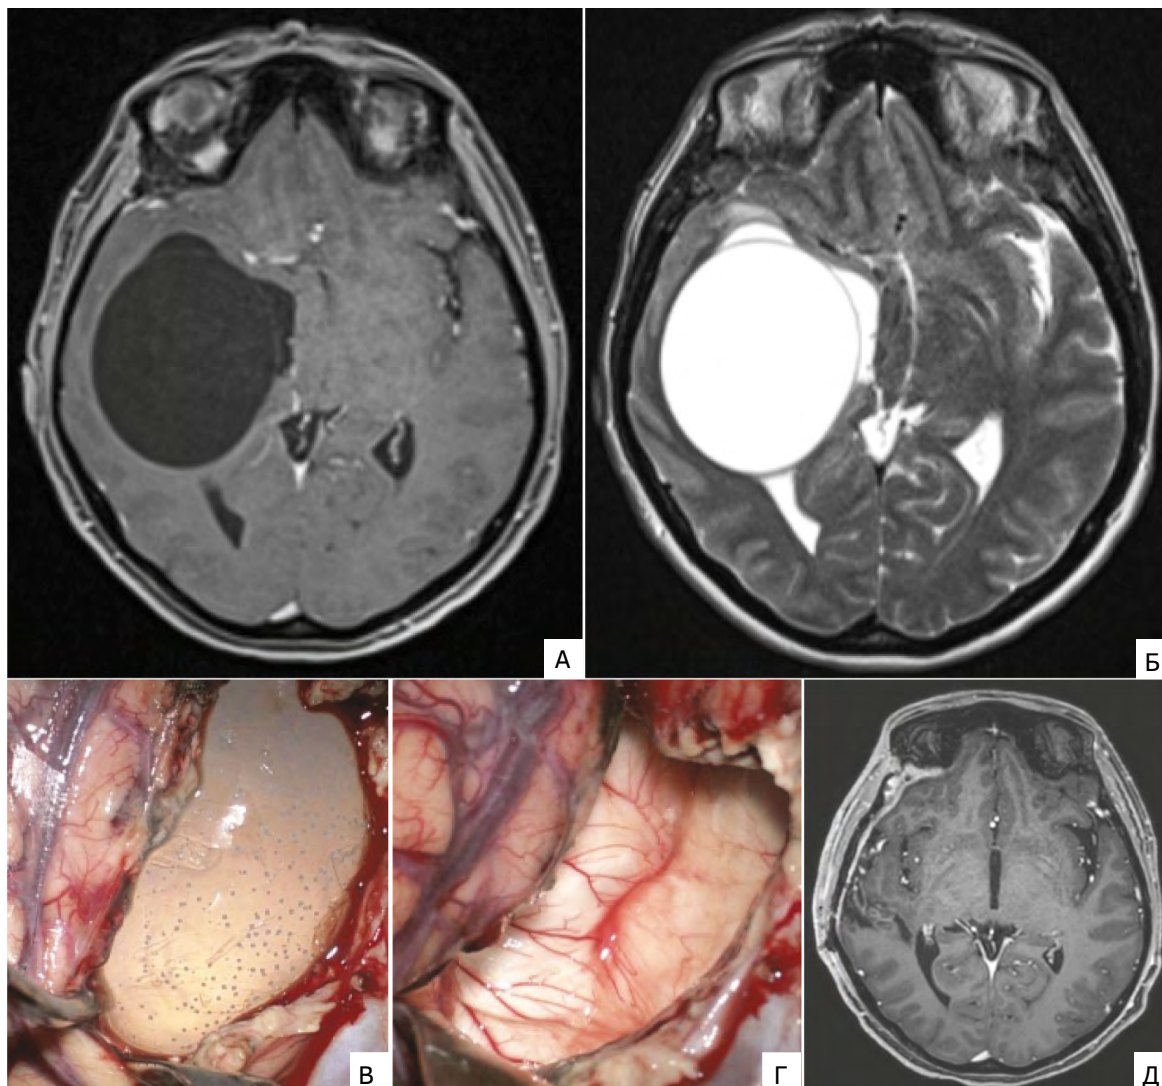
Пациентка К.: А – МРТ головного мозга с внутривенным контрастированием в режиме Т1 до операции (определяется большая киста правой височной доли); Б – МРТ головного мозга в режиме Т2 до операции; В – интраоперационная картина кисты; Г – интраоперационная картина после удаления кисты; Д – МРТ головного мозга с внутривенным контрастированием в режиме Т1 после операции. Источник: составлено авторами
